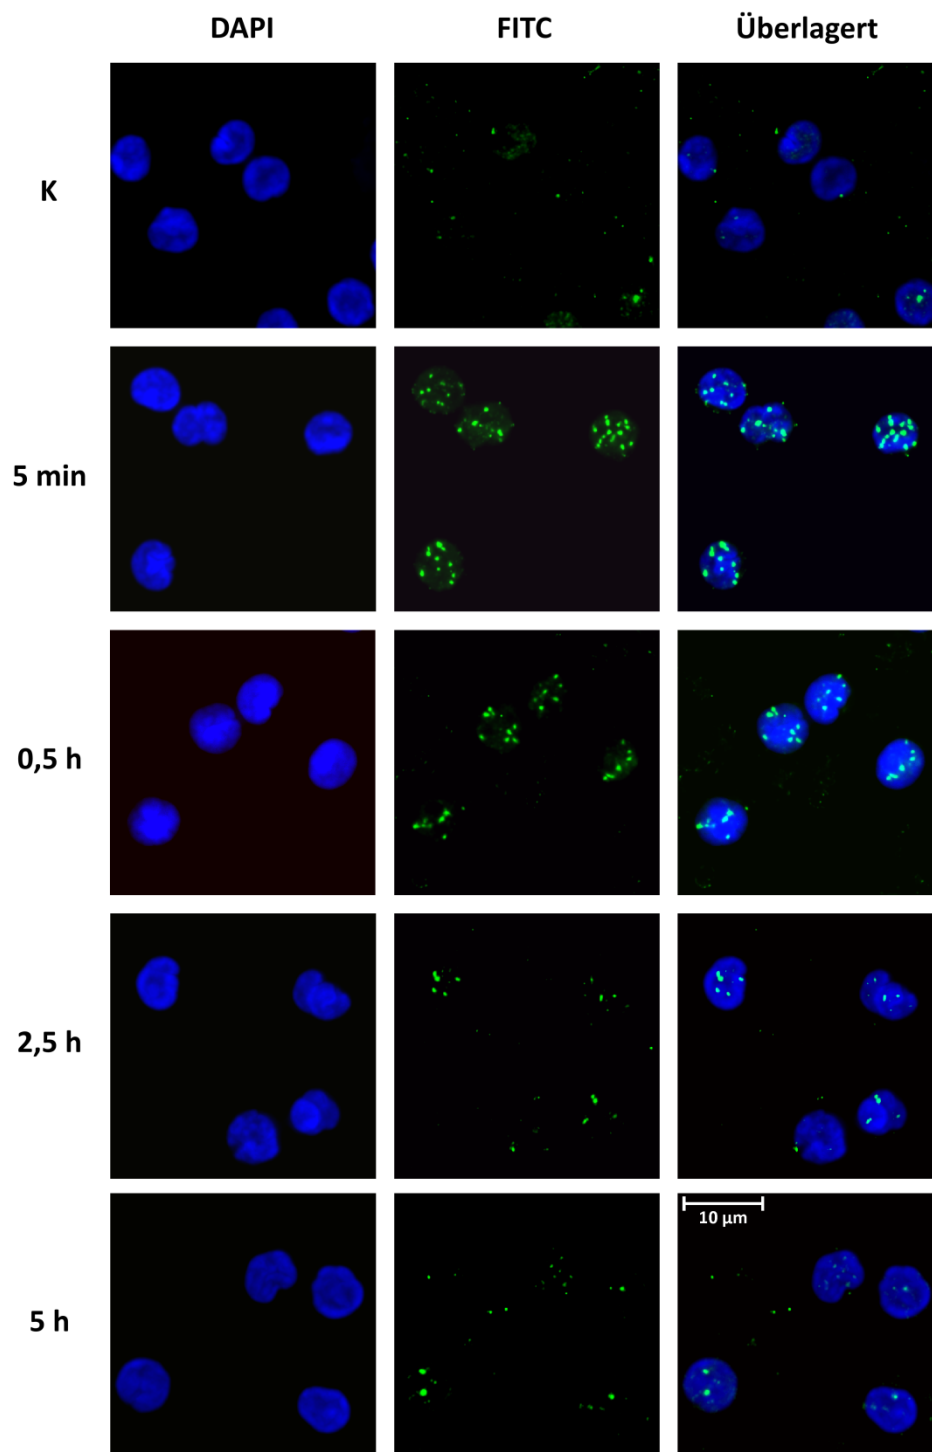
Darstellung von γ H2AX-Foci in humanen Lymphozyten nach 90 kV-Röntgenstrahlung und einer Dosis von 500 mGy *in vitro*
